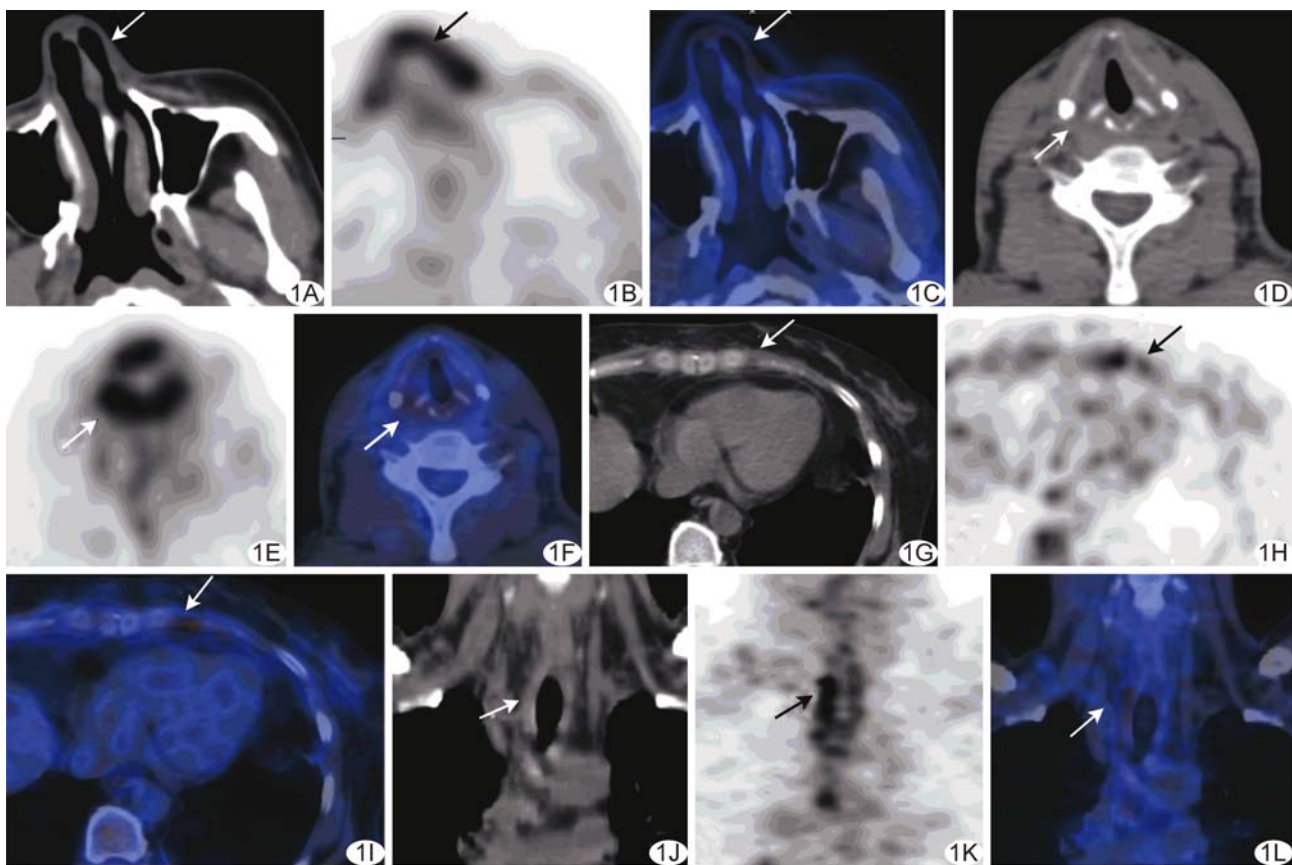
患者女, 45 岁, 复发性多软骨炎, <sup>18</sup>F-FDG PET/CT 示 4 个部位软骨摄取增高, 鼻软骨 SUV<sub>max</sub> = 3.00、喉软骨 SUV<sub>max</sub> = 8.10、左侧肋软骨 SUV<sub>max</sub> = 4.50、气管中上段软骨 SUV<sub>max</sub> = 4.00 A~C. 分别为鼻软骨 CT、PET 及 PET/CT 融合图像; D~F. 分别为喉软骨 CT、PET 及 PET/CT 融合图像; G~I. 分别为左侧肋软骨 CT、PET 及 PET/CT 融合图像; J~L. 分别为气管中上段软骨 CT、PET 及 PET/CT 融合图像 (箭示病灶)
